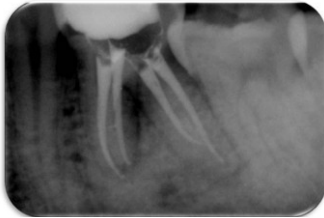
Radiografía final donde se muestra la obturación con la técnica de cono único. Los cuatro conductos presentan terminación apical independiente
